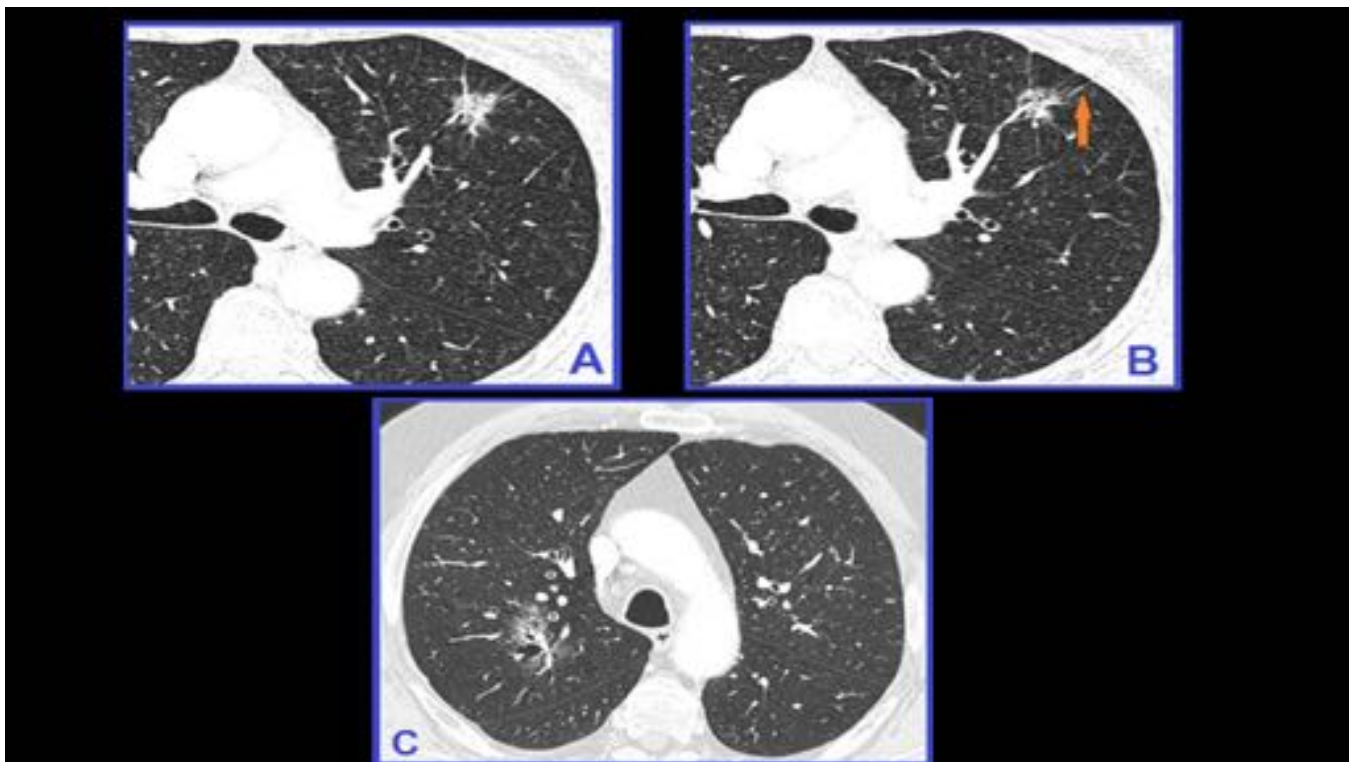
TC de tórax en un paciente con NSS persistente (A) al que se le realiza un control al año (B), en donde se evidencia la aparición de un componente sólido altamente predictivo de malignidad
